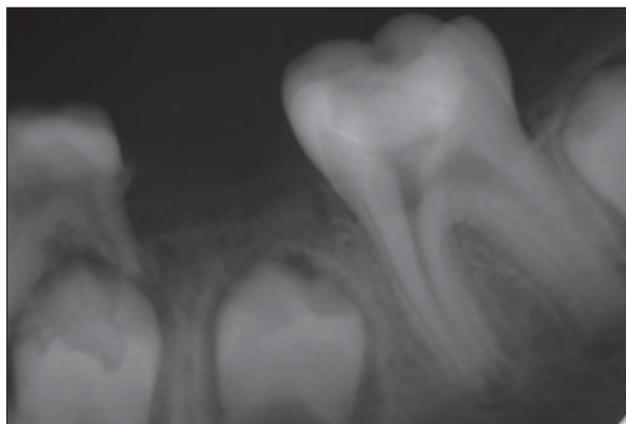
Radiografía periapical preoperatoria con extensa lesión de caries y raíces, con ápices incompletamente desarrollados.
